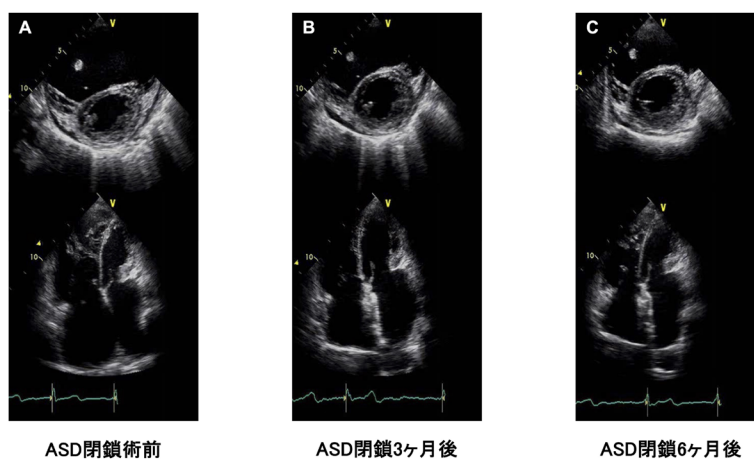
高齢者の ASD に対する経カテーテル閉鎖術前後での心エコーの変化
